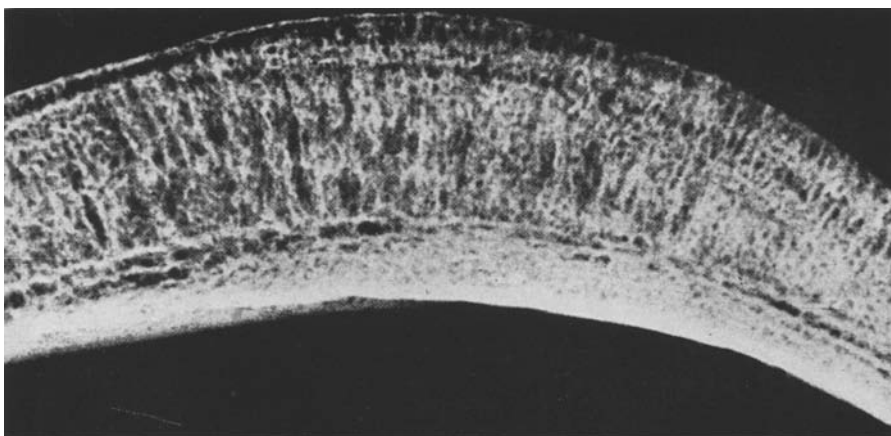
Das auf das Doppelte vergrößerte Röntgenbild einer 6 mm dicken Knochenscheibe aus dem Scheitelbein eines Schädels mit „Bürstensymptom“, entnommen aus der Arbeit von H. Hamperl und P. Weiss (1955). Verdünnung der Tabula externa, Auflockerung der äußeren Knochenpartien, strahlenartige Anordnung der Spongiosatrabekeln im äußeren Anteil des Schädelsknochens; anschließende horizontale Schicht von gleichmäßiger wabiger Struktur; nach innen folgend im inneren Bezirk des Schädelsknochens verdichtete horizontale Knochenlamellen und als Abschluß die verdickte und dichte Tabula interna mit glatter, scharfer innerer Kontur
